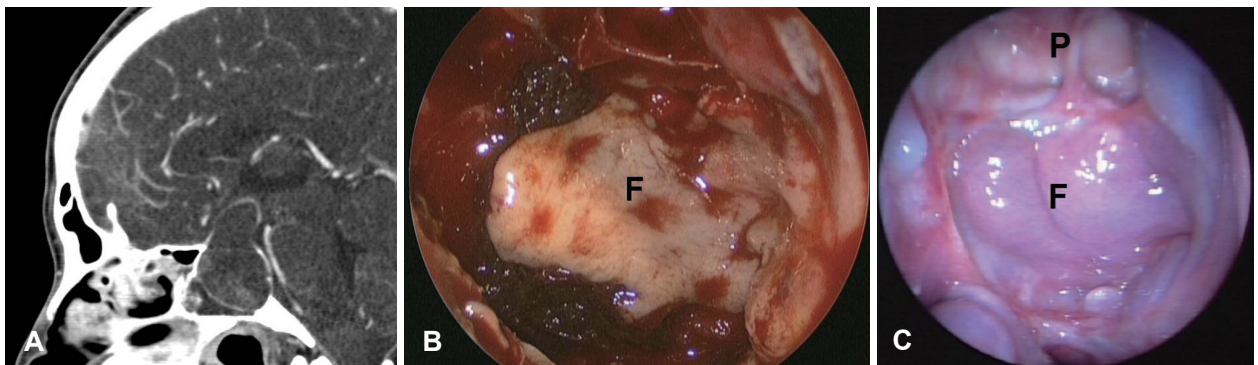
Enhanced CT showing a pituitary mass with suprasellar and clival extension (A). Intraoperative finding of placement of the nasoseptal flap 'F' on the sellar floor and clivus (B). Postoperative finding of the nasoseptal flap covering the sphenoid sinus and clivus (C). P: planum sphenoidale, F: nasoseptal flap.
